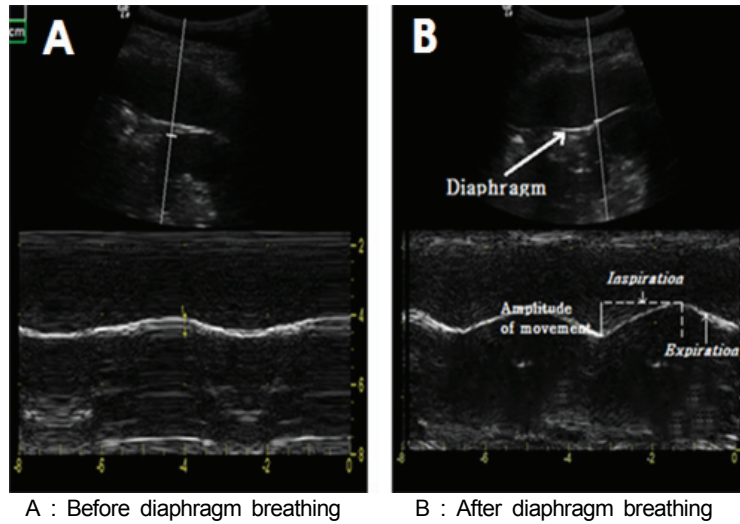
Ultrasound image to measure diaphragm movement
